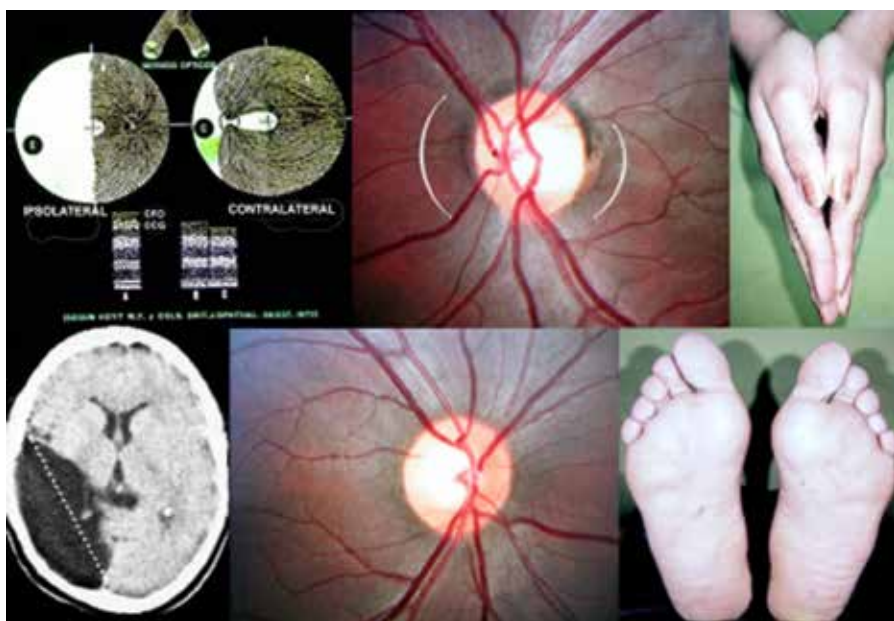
Hipoplasia hemioptica homónima (“síndrome 3H”) asociada a sutiles signos de hemiplejía congénita: Epilepsia, acortamiento de la mano y talla reducida del pie izquierdo. Defecto porencefálico derecho en la tomografía computarizada craneal. Atrofia retrógrada con clara “atrofia en banda” del lado izquierdo por degeneración transináptica de las fibras ópticas cruzadas en el quiasma.
